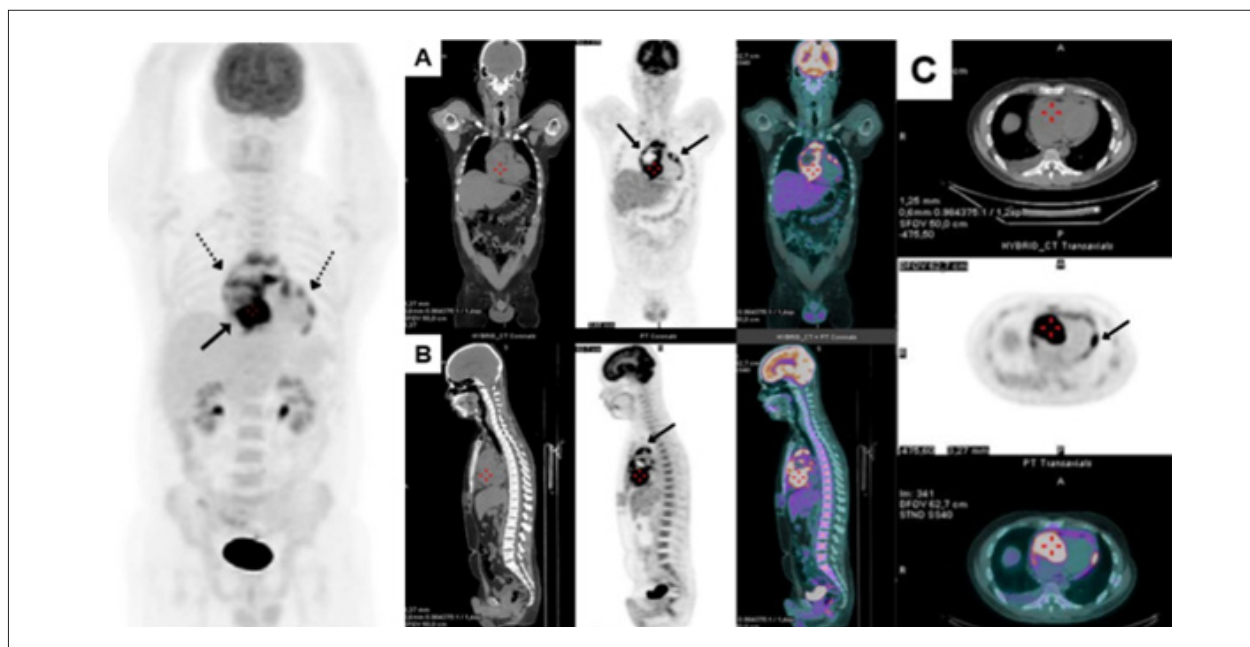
Angiossarcoma cardíaco. Homem, 39 anos, internado com tamponamento cardíaco. Submetido à pericardiocentese e biópsia de massa fixa aderida à parede lateral do ventrículo direito, átrio direito e folheto tricúspide posterior. Exame de FDG PET/CT (A, cortes coronais, B, sagitais e C, axiais) mostra massa cardíaca com epicentro no átrio direito, de densidade heterogênea, apresentando hipermetabolismo glicolítico (índice de captação padronizado, SUV, máximo de 19,6) que se estende para todo o pericárdio (flechas). Não há evidência de metástases à distância nas imagens de corpo inteiro. Fonte: Silva et al.¹¹
